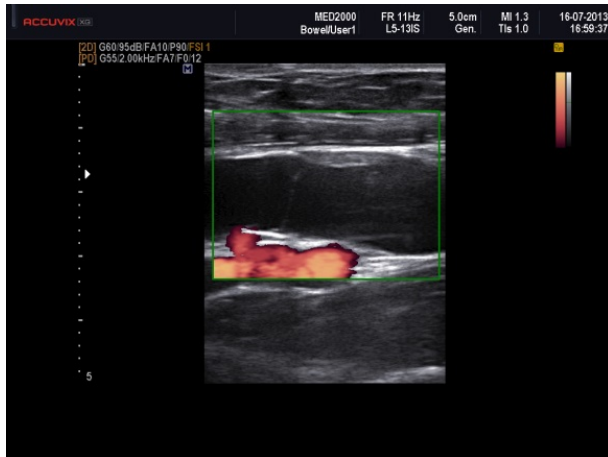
(a,b) – all’analisi col color-doppler non si evidenziano fenomeni di vascolarizzazione ne a carico della parete (4a) ne a carico del sottile setto (4b)
